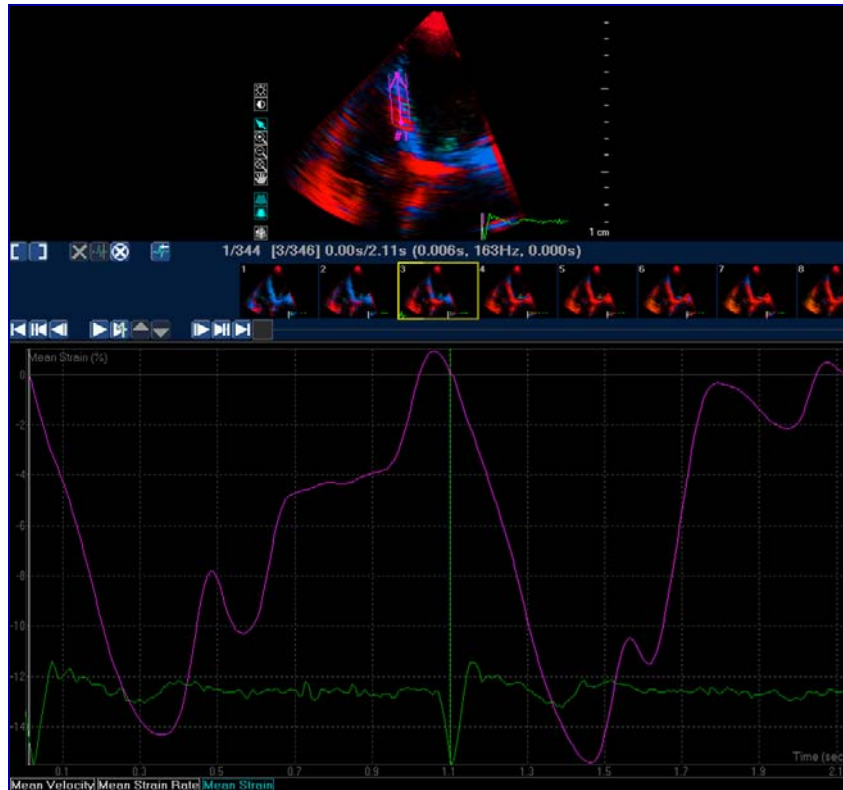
Análisis del strain en el septo interventricular mediante doppler tisular
